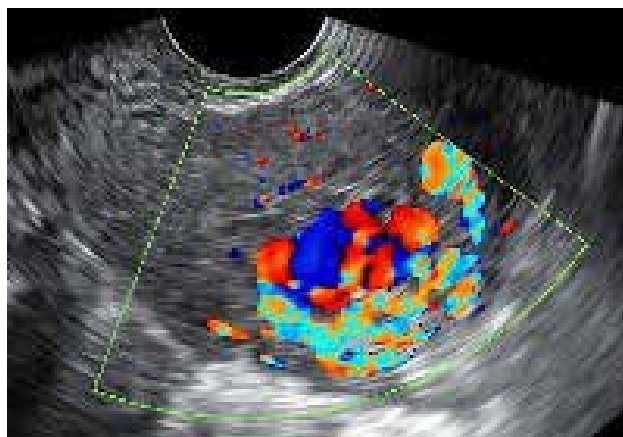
Imagem ultrassom com Doppler colorida exibe fluxo exuberante.
